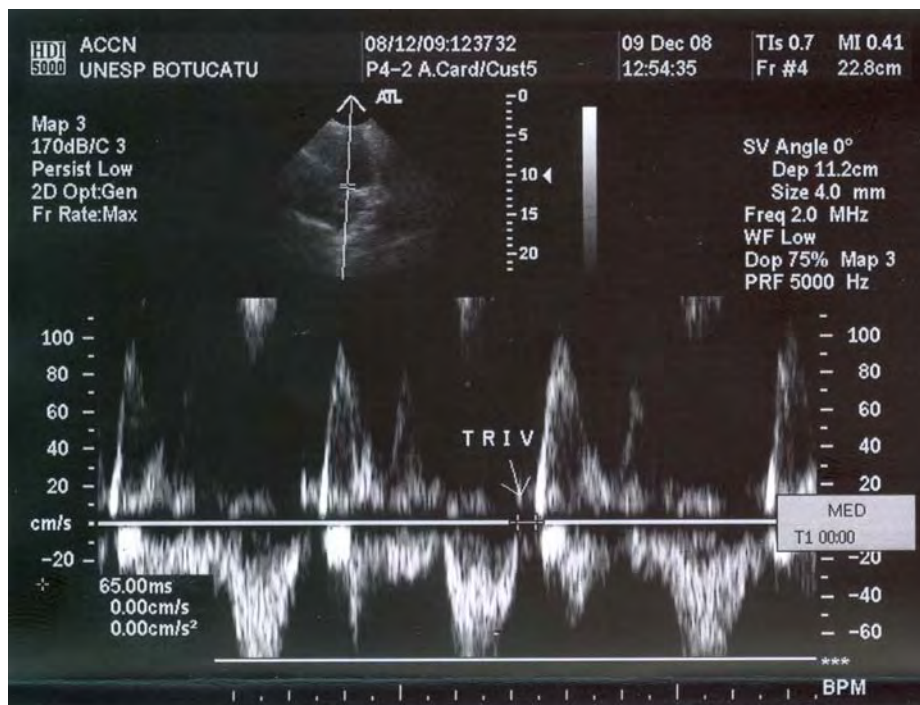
Ilustração de ecocardiograma com Doppler pulsado da medida do tempo de relaxamento isovolumétrico (TRIV) do ventrículo esquerdo.
